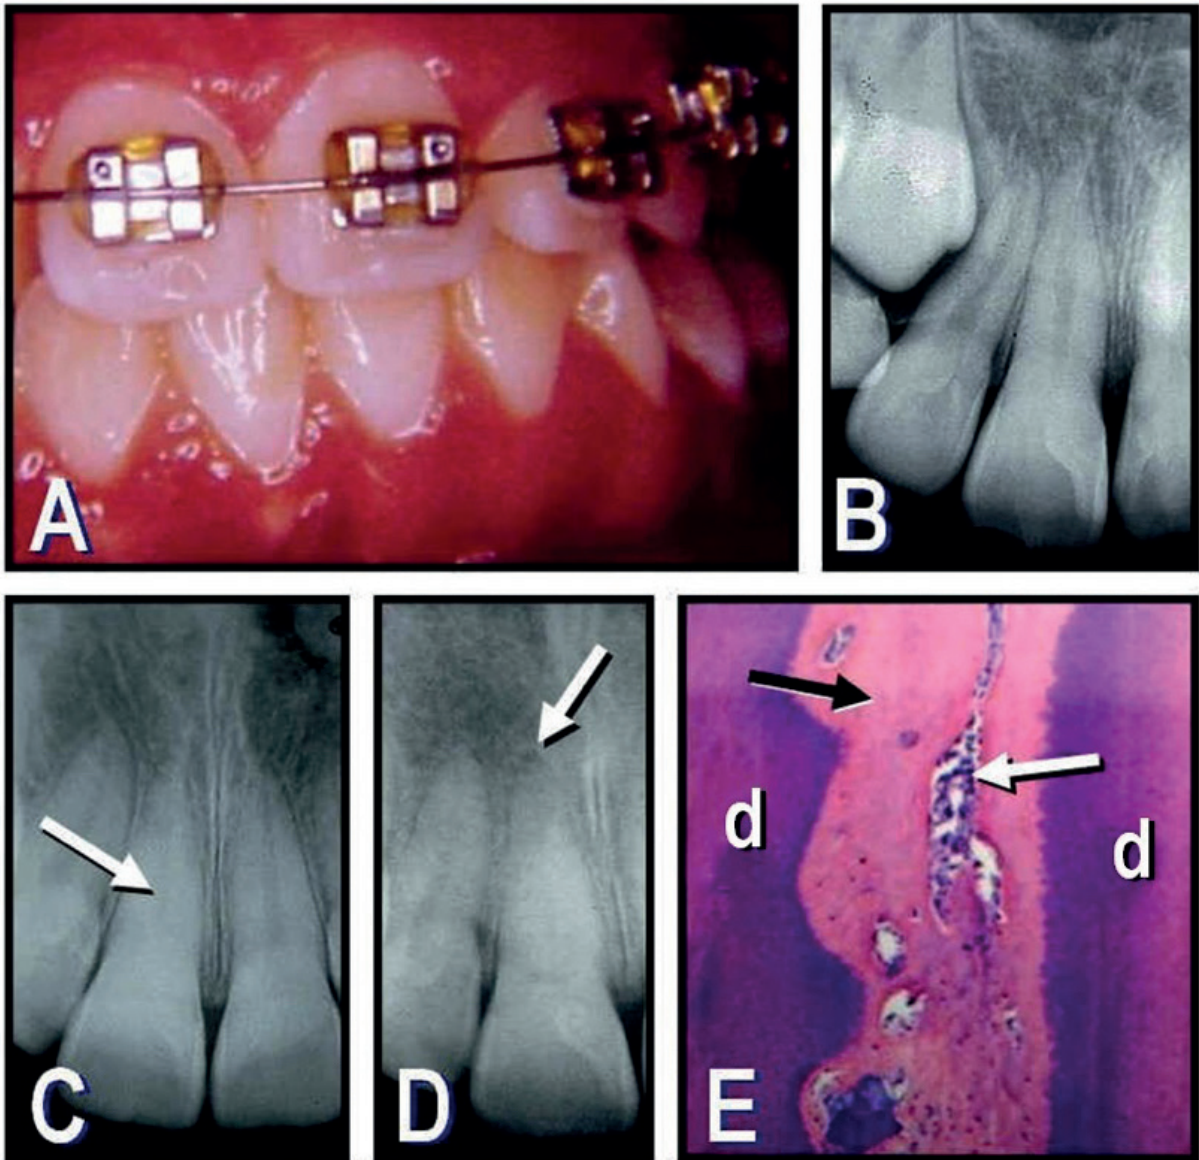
A: Fotografía clínica de un paciente de 10 años con tratamiento ortodóncico. A los 14 meses posoperatorios el paciente discontinuó el tratamiento. B: Radiografía de control en la que se observa un inicio de estrechamiento de la luz del conducto radicular de la pieza 11. C: Una radiografía de control a los 20 meses posoperatorios muestra la calcificación progresiva del espacio del conducto (flecha). D: Radiografía de control a los 28 meses posoperatorios, en la que la luz del conducto radicular ha quedado prácticamente anulada. Se puede observar la presencia de una pequeña área radiolúcida apical (flecha). E: Sección histológica de una pieza dentaria con una calcificación casi total del espacio del conducto radicular (flecha negra) con la persistencia de algunas células inflamatorias (flecha blanca) (d: dentina; hematoxilina y eosina; magnificación original X800).
